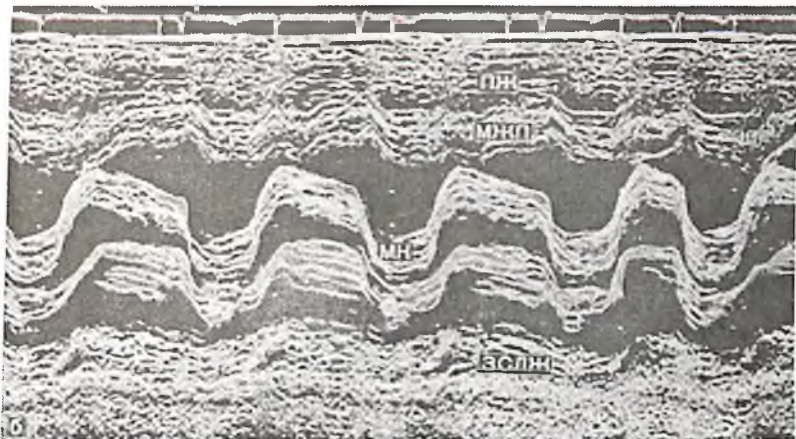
Одномерная эхокардиограмма больного с сочетанным митральным пороком сердца с преобладанием недостаточности. Выявляется выраженная сепарация створок митрального клапана (по В.В.Зарецкому с соавт.).
